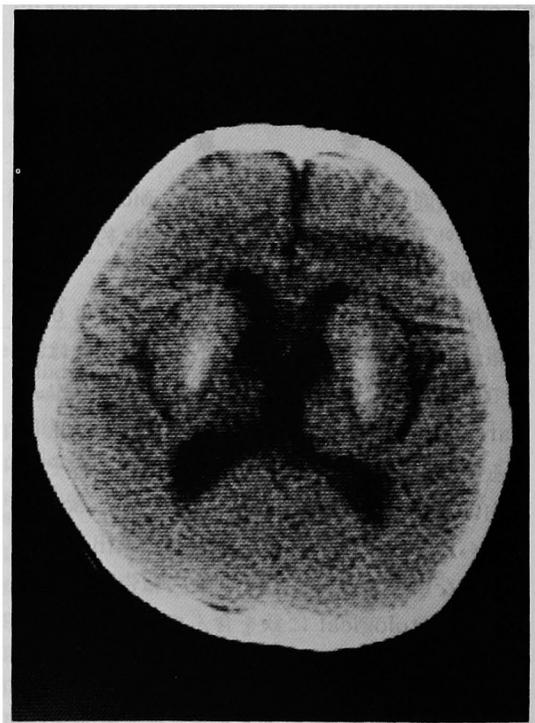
症例No.10. 3才女性, mental retardationとataxiaを主訴に来院。CT像では左右のlentiform nucleusに石灰化を認める。最終診断はpseudohypoparathyroidism。
